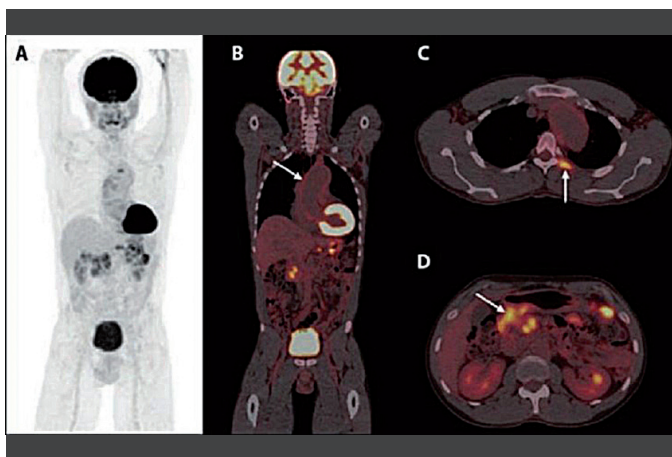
^{18}F -ФДГ ПЕТ/КТ: (А) Проекція максимальної інтенсивності. (В) Корональний вид поглинання в аортальній версії. (С) Аксіальний вид паравертебральних м'яких тканин між 4-м та 5-м ребрами. (D) Поглинання відомого гіпоатенуюючого нечіткого утворення в головці ПЗ. Інтенсивність ПЕТ лінійно масштабується до максимального стандартного значення поглинання (SUV), що дорівнює 6, для ілюстративних цілей (за В. W. Mekonnen et al., 2020 [8]).
